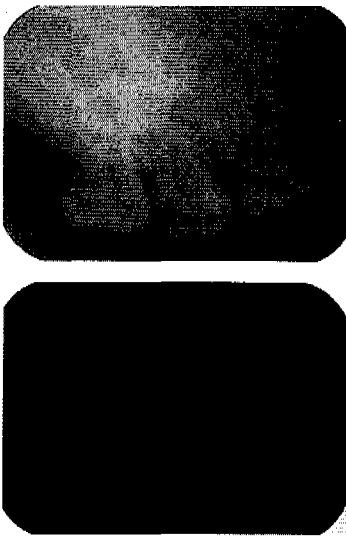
Periapical radiographic views of upper and lower right molar regions
